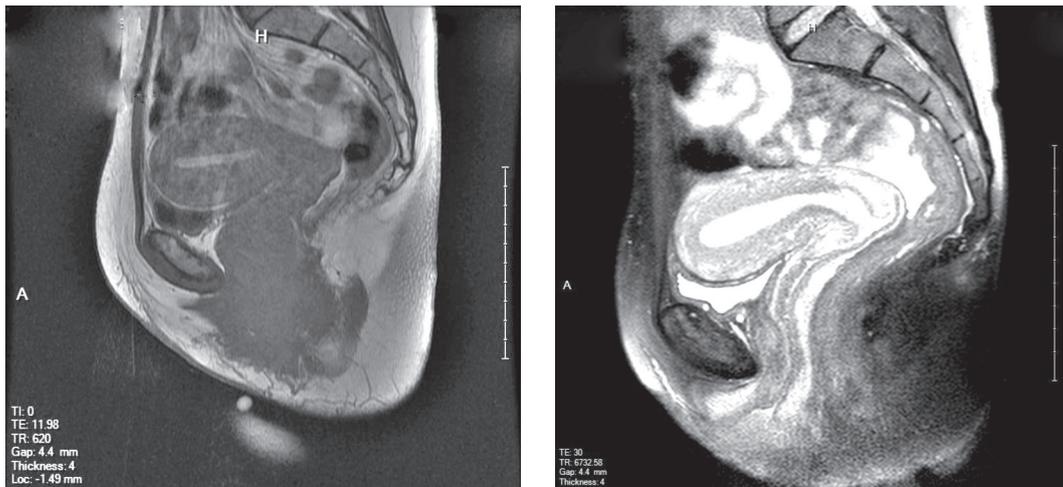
Resonancia Magnética pélvica (corte longitudinal) antes y después de la cirugía.
